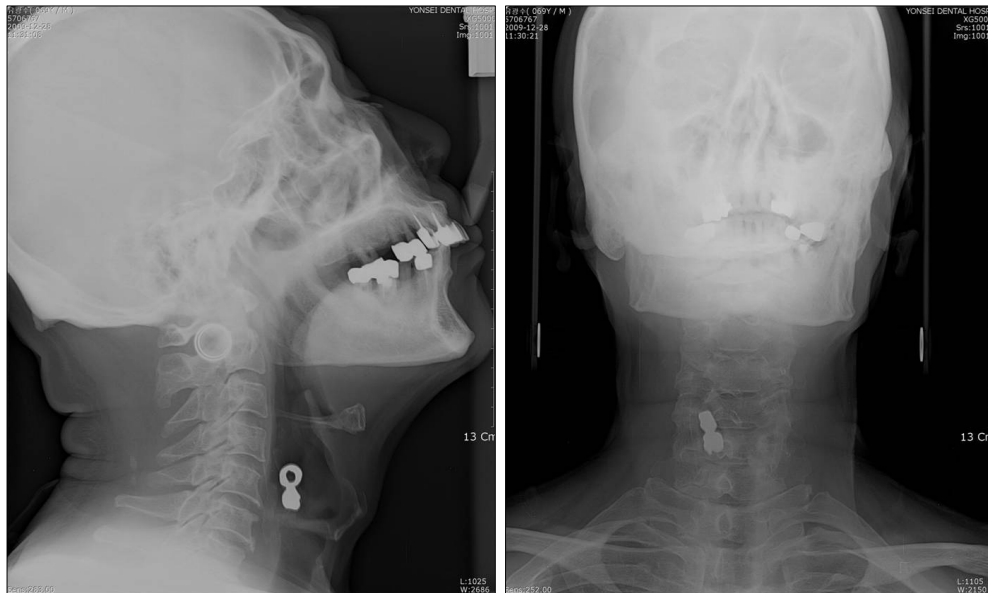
Neck lateral and PA x-ray of case 3.
